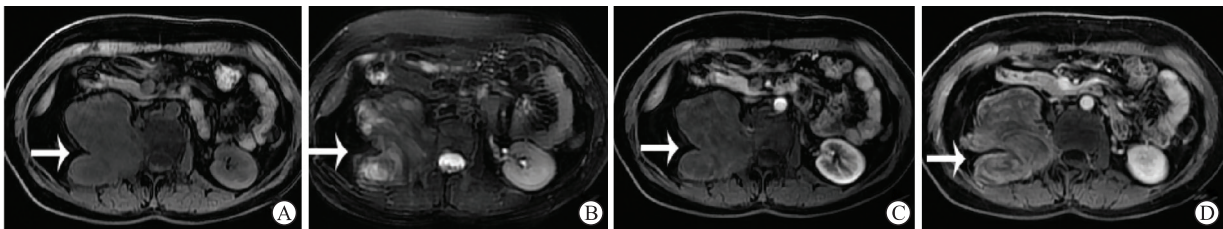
1例44岁女性腹膜后节细胞神经瘤患者的MRI图像
